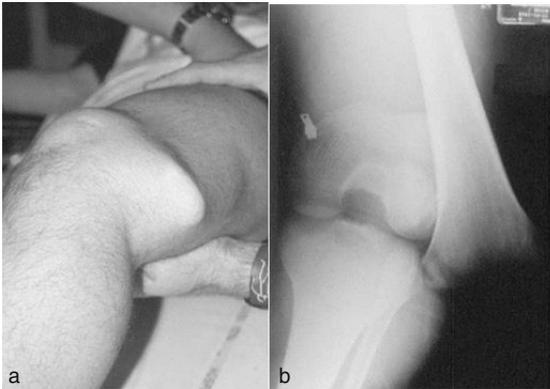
Fracture DE Salter I de l'extrémité distale du fémur à grand déplacement. a) Aspect clinique. b) Aspect radiographique.
